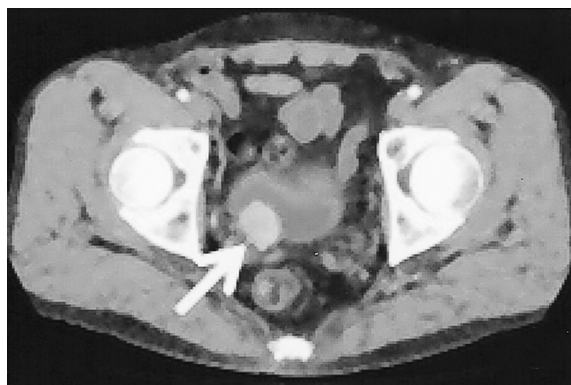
Computerized tomography showed enhanced submucosal bladder tumor (arrow).
